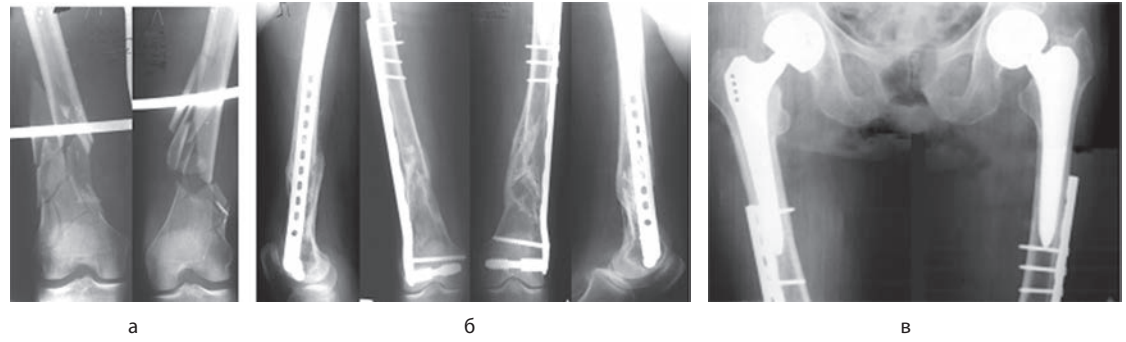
Рентгенограммы пациента Т
